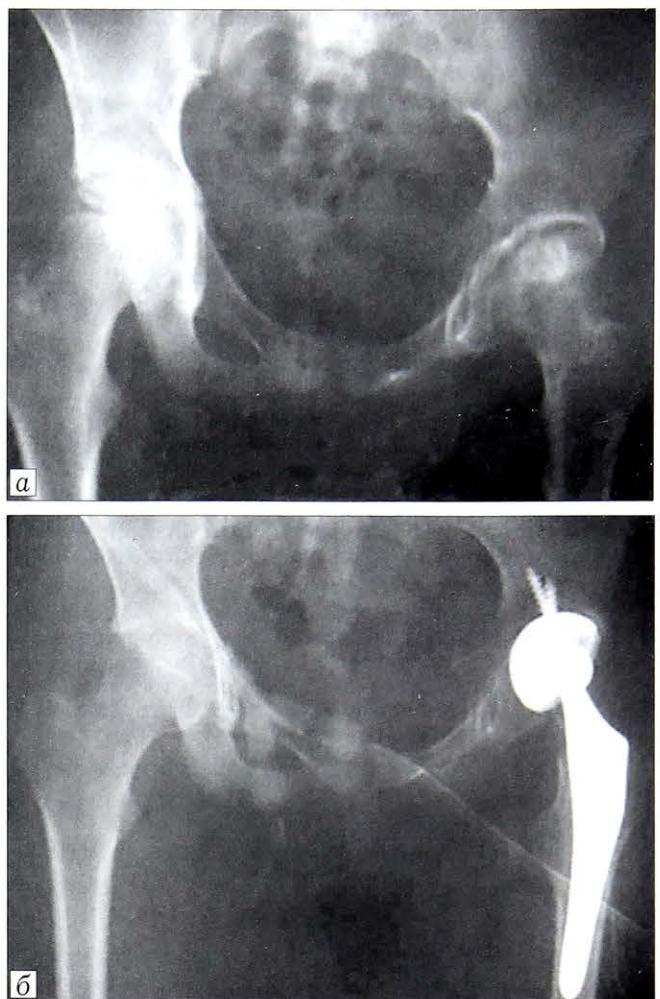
Пациент Г. 16 лет. Диагноз: левосторонний коксартроз на фоне перенесенной болезни Пертеса. Рентгенограммы до (а) и после (б) тотального эндопротезирования эндопротезом Stryker.
